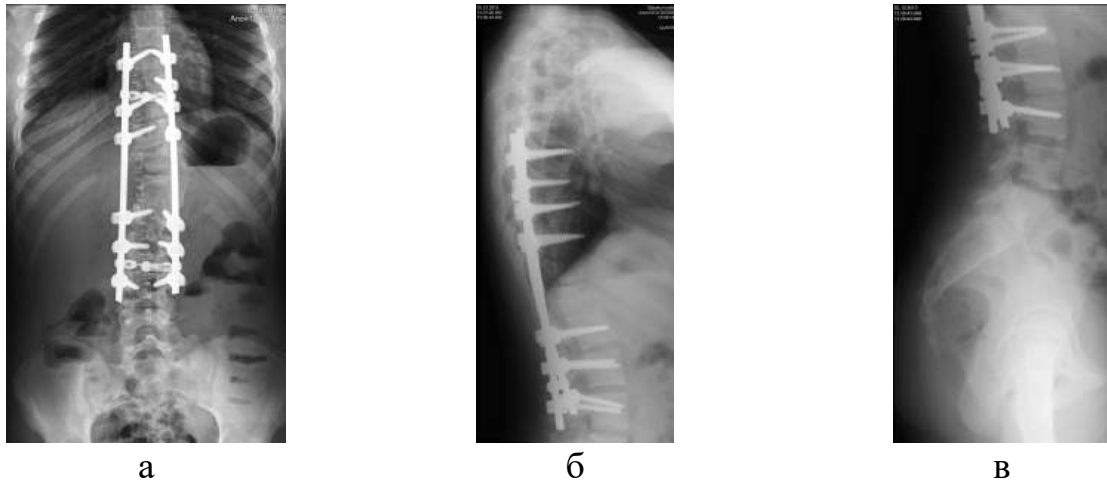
Фотовідбитки рентгенограм у передньо-задній (а) та бічній проекціях (б-в) після операції
